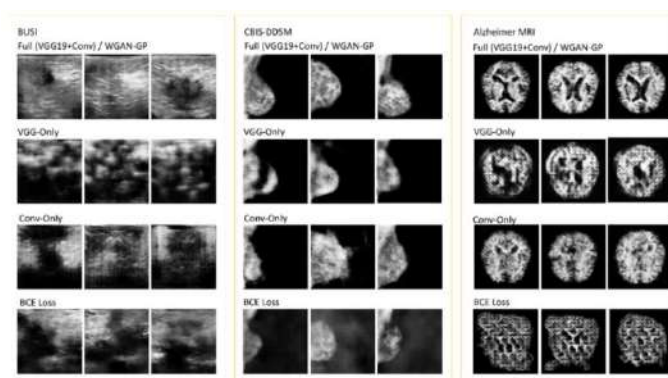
Качественные результаты абляционного анализа на датасетах BUSI, CBIS-DDSM и Alzheimer MRI
